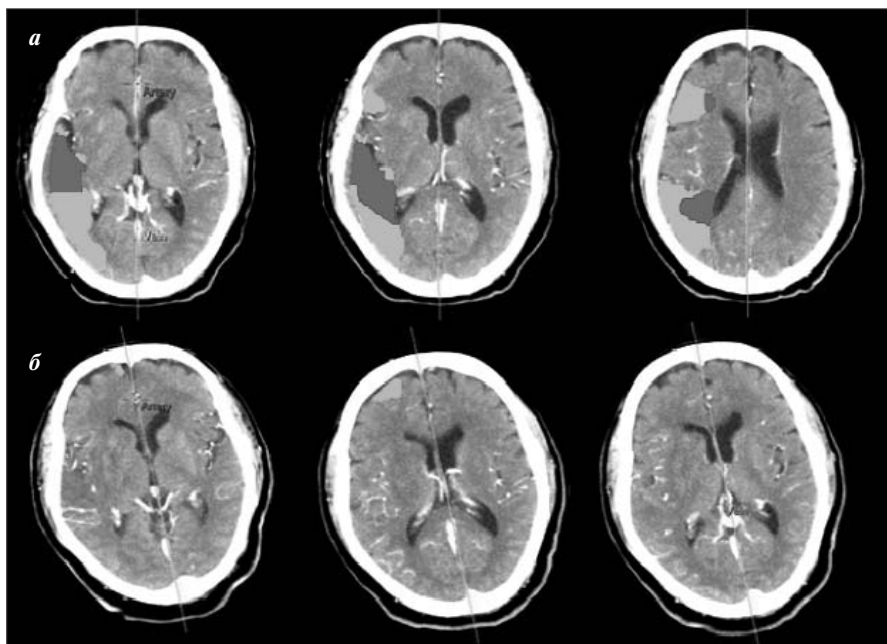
КТ-перфузия. Реперфузия теменно-затылочной области правого полушария на фоне тромболитической терапии. а — область без перфузии в правом полушарии большого мозга, окруженная зоной снижения перфузии; б — исчезновение областей без перфузии или ее снижения сразу после тромболиза
